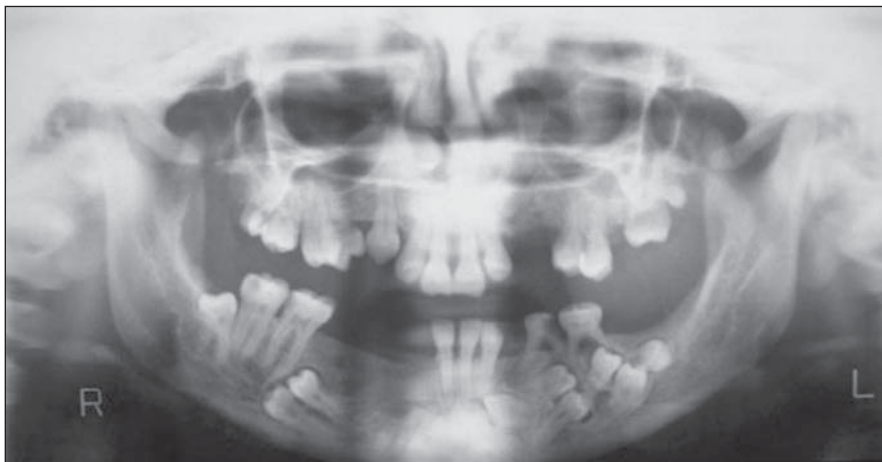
Radiografia panorâmica mostrando permanência dos dentes decíduos e não erupção dos permanentes, além de múltiplos dentes extranumerários e numerosos cistos dentígeros. Hipoplasia da maxila e arco zigomático hipoplásico.
